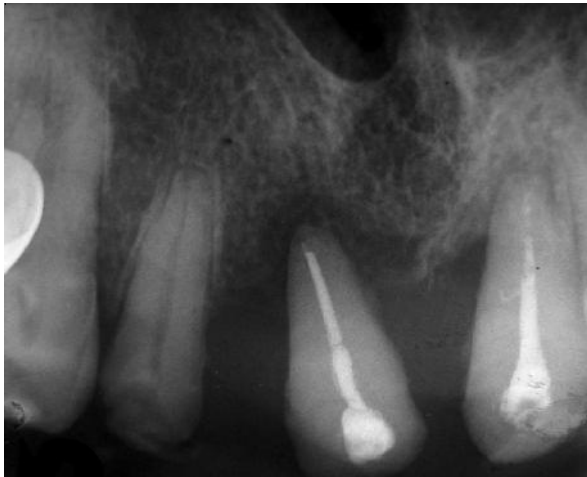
Копия прицельной рентгенограммы больного И, 48 лет, и.б. 2115.
